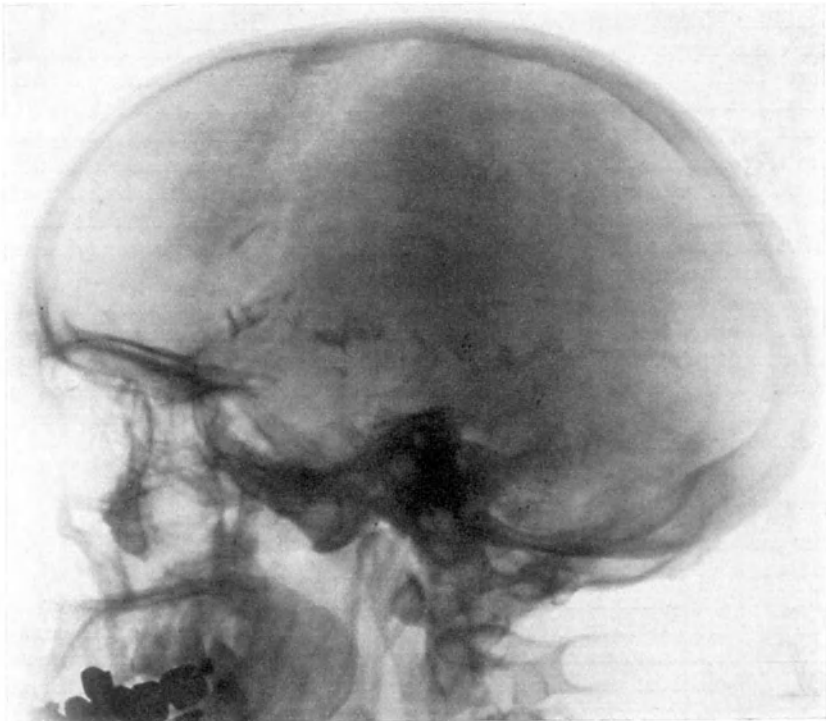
Röntgenbild eines Hypophysistumors. Ausweitung des Sella turcica. Lipjodolfüllung. Die Cisterna chiasmatis durch den Tumor gehoben.
